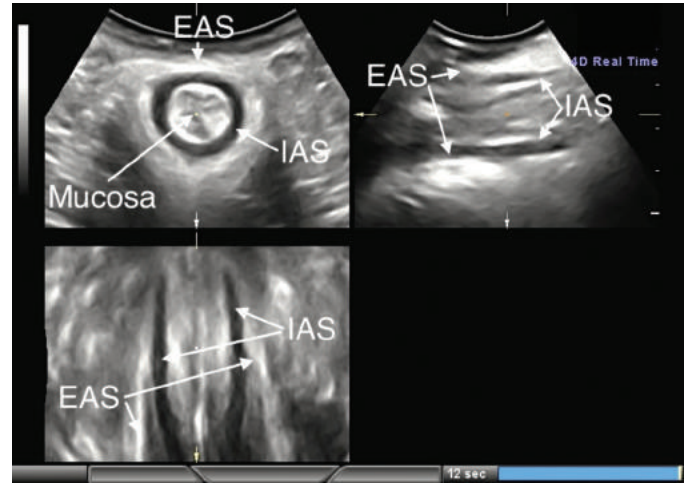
Vistas ortogonales del esfínter anal externo y el esfínter anal interno y la mucosa anal en imágenes del esfínter translabial tridimensional/cuatridimensional. El *imagen superior izquierda* es el plano coronal; *parte superior derecha* es medio sagital; y *abajo a la izquierda* es una vista axial del canal anal. NIC, Esfínter anal interno; EAS, esfínter anal externo. (De Dietz HP. *Imágenes exoanales de los esfínteres anales. J Ultrasonido Med.* 2018;37:263.)
